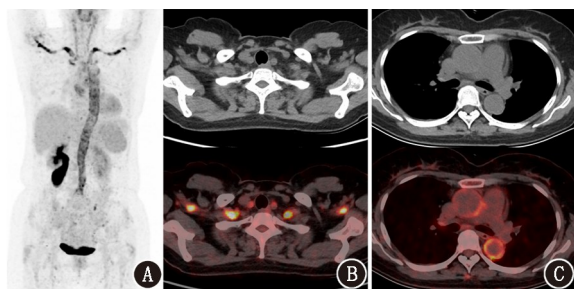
大动脉炎患者(女,45 岁) $^{18}\text{F-FDG}$  PET/CT 显像图。A. 全身最大密度投影图示双侧颈总动脉、双锁骨下动脉、头臂干、胸腹主动脉 $^{18}\text{F-FDG}$  高摄取,SUV<sub>max</sub> 约为 8.2;B,C. 横断面图像显示双颈总动脉、双锁骨下动脉、升主动脉、降主动脉 $^{18}\text{F-FDG}$  高摄取
